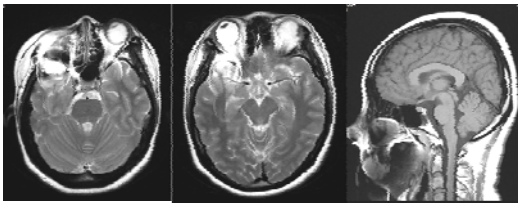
Brain magnetic resonance imaging scan shows no significant lesion in brain stem.
